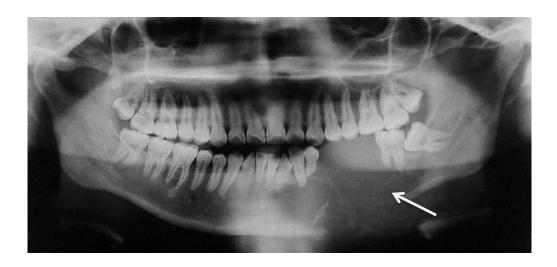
Ortopantomografía donde se observa un área radiolúcida en relación al ápice de los O.D. 35, 36 y bordes mal delimitados (flecha).
